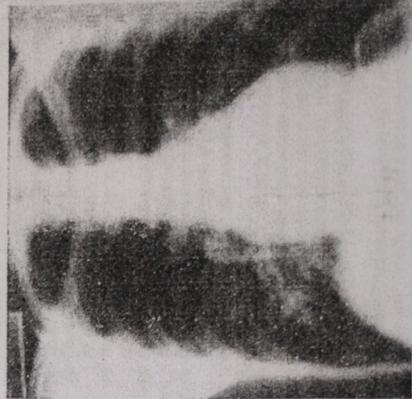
Radiografía antero posterior de un paciente con edema pulmonar de altura. Se observa infiltrado alveolar perihilar principalmente derecho.
